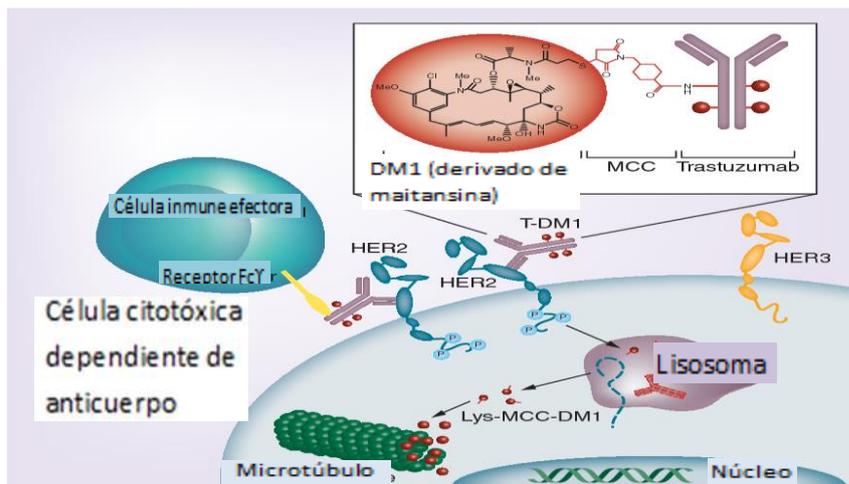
Mecanismo de TDM1 sobre receptores HER2.
